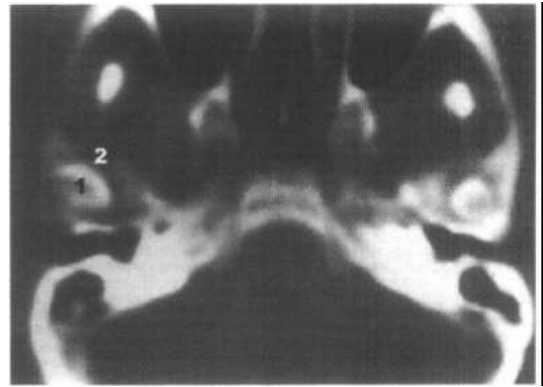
经基线平面平扫颞下颌关节横断面 CT 图像
